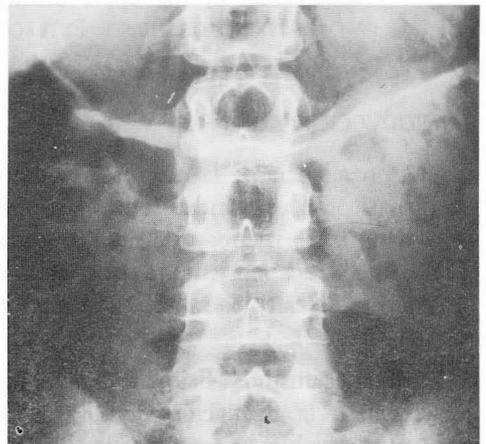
b) Radiografía simple de abdomen tras litotricia mostrando la desaparición del cálculo
